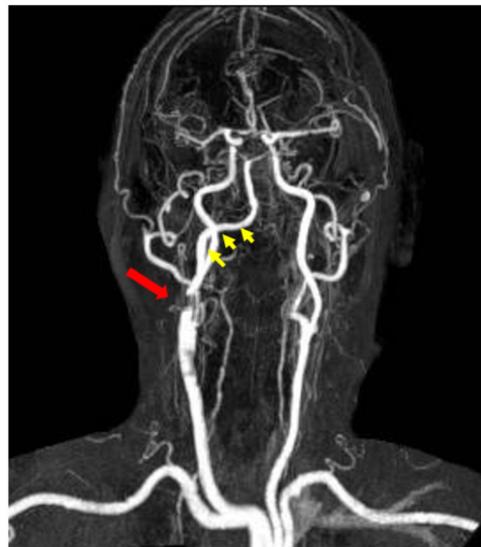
Angioressonância de vasos cervicais mostrando estenose severa de ACID (seta) e vaso anômalo (ponta da seta), associado a hipoplasia de artérias vertebrais
